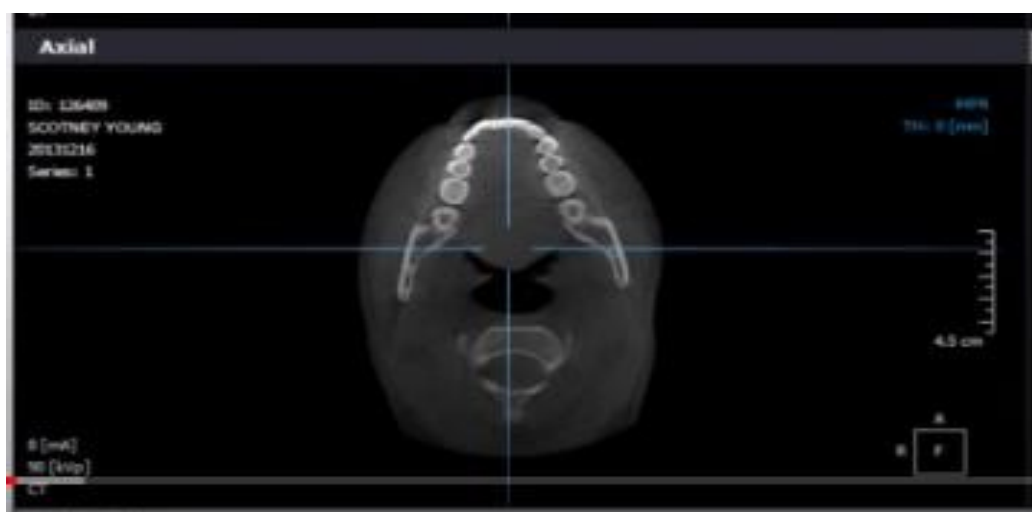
Ilustración del funcionamiento Cone Beam (40).
